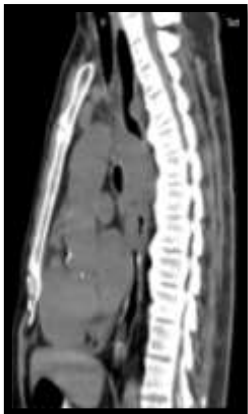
КТ – томограмма рака
